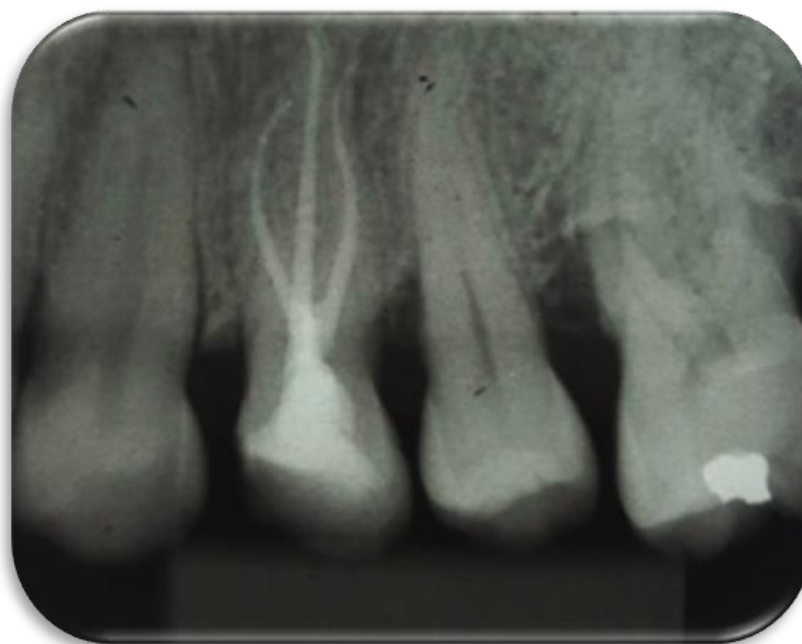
Radiografia periapical final em posição orto-radial.
